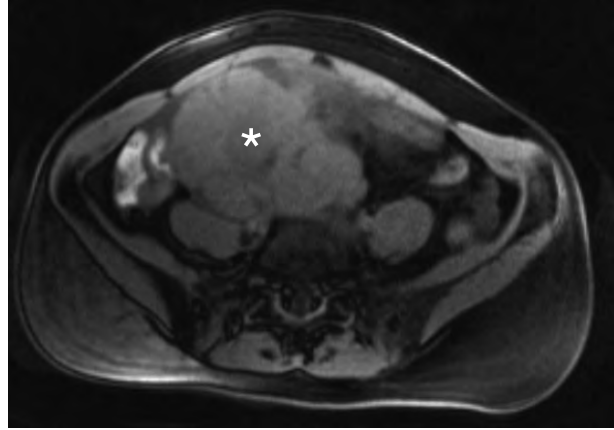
Resonancia magnética abdominal que muestra una tumoración derecha de origen anexial, sugestivo de un fibroma ovárico. (asterisco)
